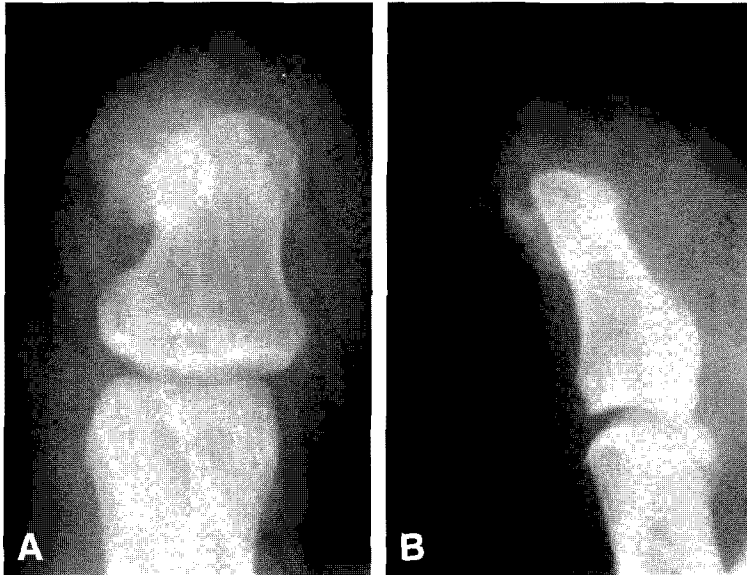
X-ray finding of typical subungual exostosis.
